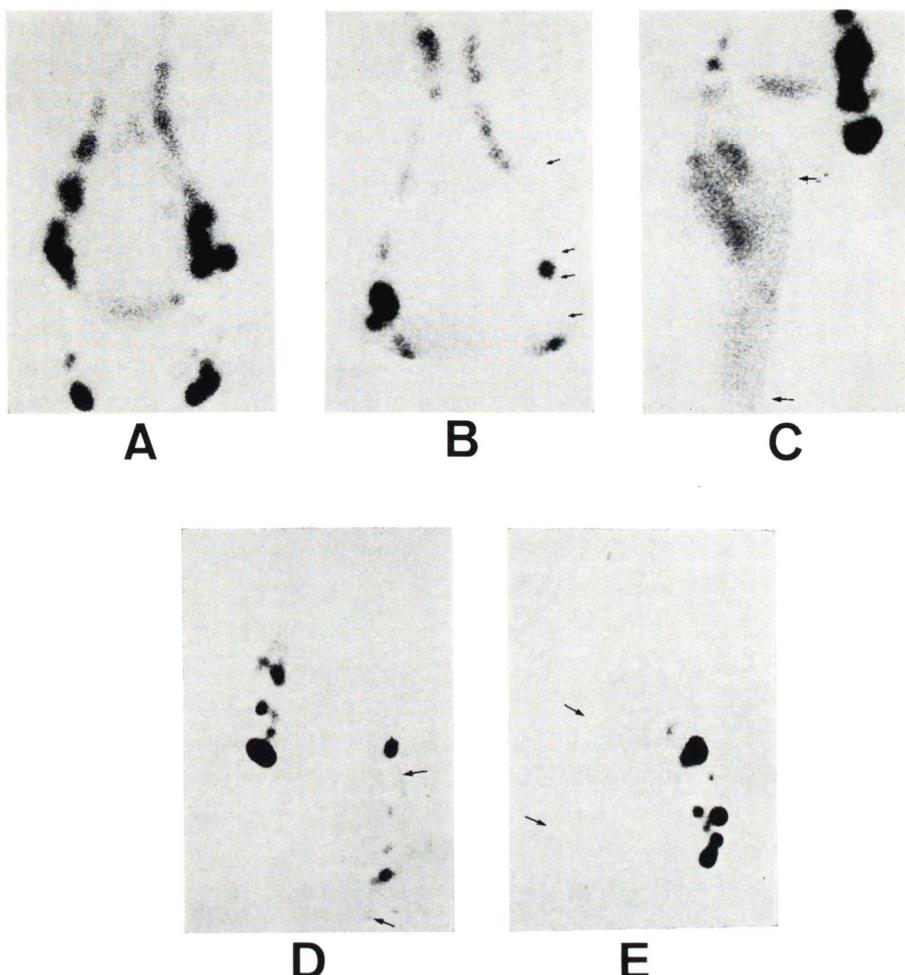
Five patterns of lymphoscintigrams of the patients with lymphedema of the lower extremities. (A) to (E) are indicated in Table 2.
